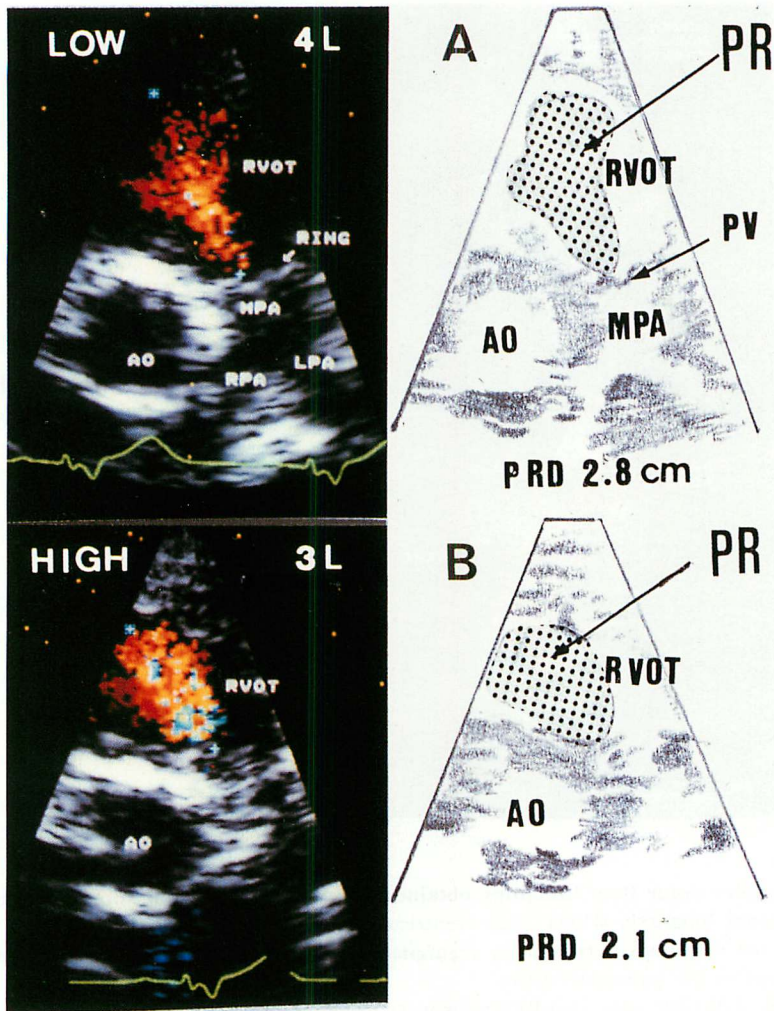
The difference in the diastolic red mosaic patterns between the low parasternal short-axis view (A) and the high parasternal short-axis view (B).
